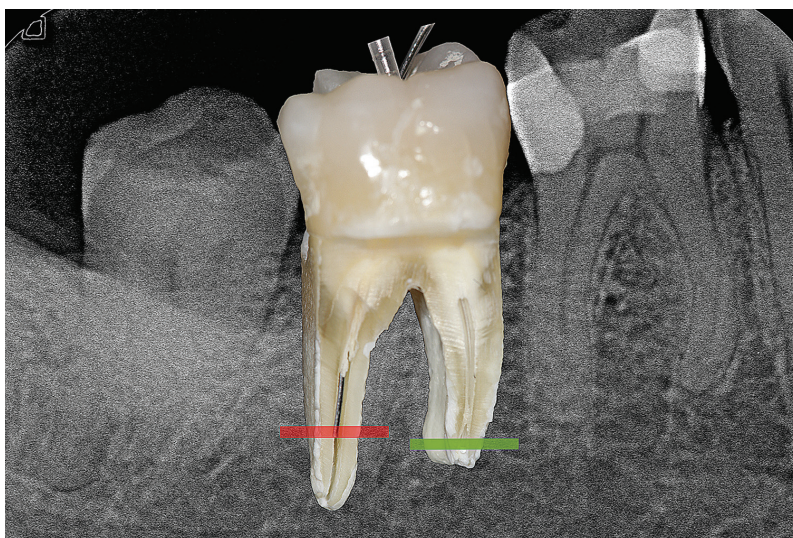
Die Röntgenaufnahme und die überlagerte Fotoaufnahme eines Unterkiefermolaren zeigt die Einführung einer metallischen Endoneedle®, 27 G, und einer plastischen Irriflex®-Kanüle, 30 G.
